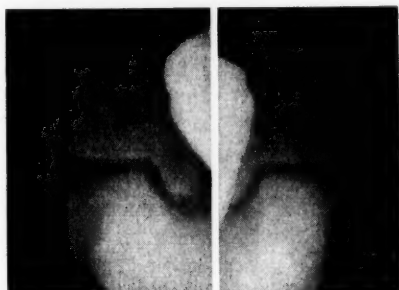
In Supination gehaltene Röntgenaufnahme des rechten Sprunggelenkes, links zum Vergleich, von vorne gesehen. Der Gelenkspalt des rechten oberen Sprunggelenkes ist an der Außenseite (am äußeren Knöchel) stark aufklappbar, was eine Zerreißung der Bandverbindungen zwischen Außenknöchel und Fersenbein-Sprunggelenk beweist.
